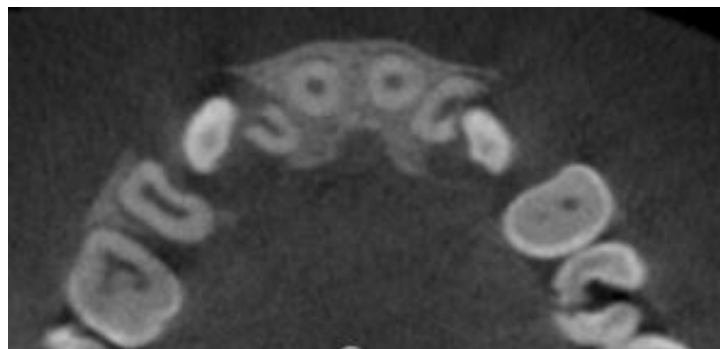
Abril 2018. Cone-Beam corte transversal. Caninos 1.3 y 2.3 impactados, folículos dentales > 2mm. Reabsorción radicular severa dientes 1.2 y 2.2.
